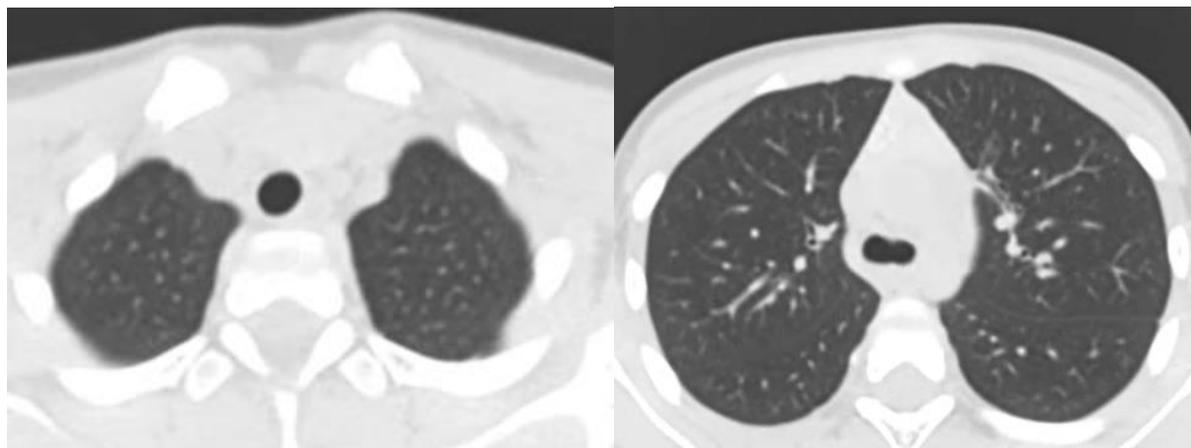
Компьютерная томография органов грудной клетки девочки Р. 4-х лет (в конце лечения): очаг в S<sub>1-2</sub> левого легкого рассосался, уменьшение размеров ВГЛУ бронхопульмональной группы слева
